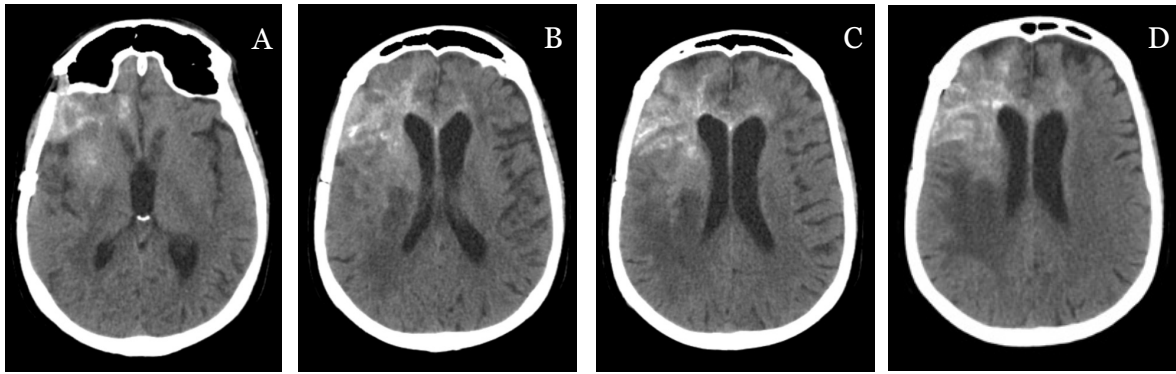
TC CE 14/10/2019 após 3 meses da craniotomia (A- D: cortes axiais com CEV).
